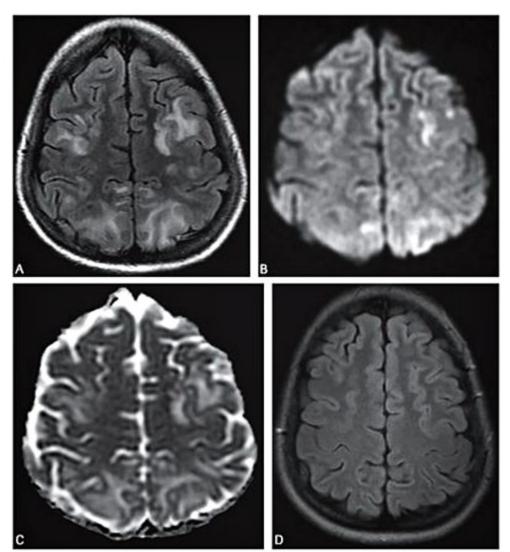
Paciente com eclámpsia e convulsões. Imagem axial pesada em FLAIR (A) demonstra lesões com hipersinal predominantemente de substância branca, algumas com extensão à cortical. Na imagem de difusão (B) e no mapa de difusão (C), essas imagens têm hipersinal sugerindo representarem edema vasogênico e não citotóxico. Controle evolutivo após semanas de melhora do quadro demonstra resolução completa das lesões nas imagens em FLAIR (D), confirmando tratarem-se de lesões com edema vasogênico. Essa associação de achados clínicos e de imagem ocorrem na leucoencefalopatia posterior reversível.
